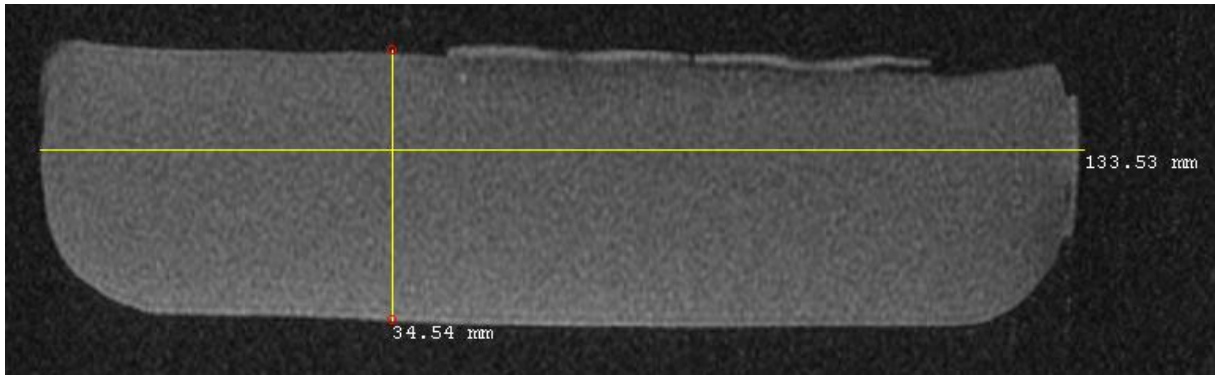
2 : Coupe Axiale montrant les dimensions du fantôme utilisé en IRM
